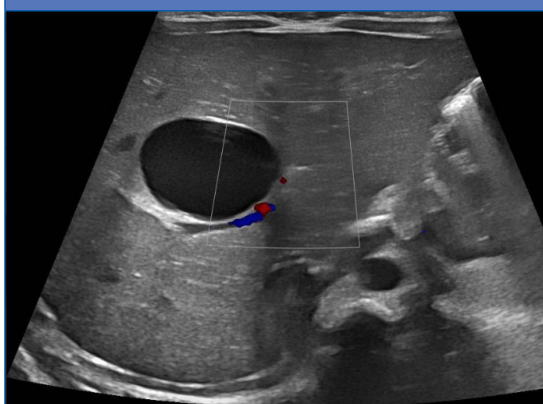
Quiste hepático congénito. Ecografía prenatal en la que se visualiza una imagen quística abdominal
